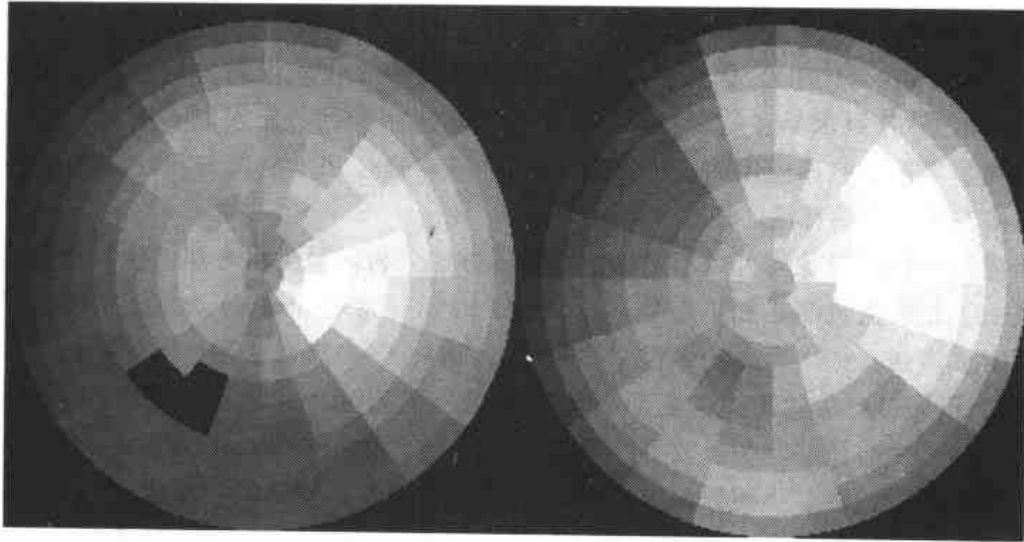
配准后的 REST SPECT 心肌灌注图像和 PET 心肌代谢图像靶心图显示，左侧为 SPECT，可见下壁稀疏，右侧为 PET，放射性摄取正常，心肌灌注 - 代谢不匹配，提示心肌存活。
